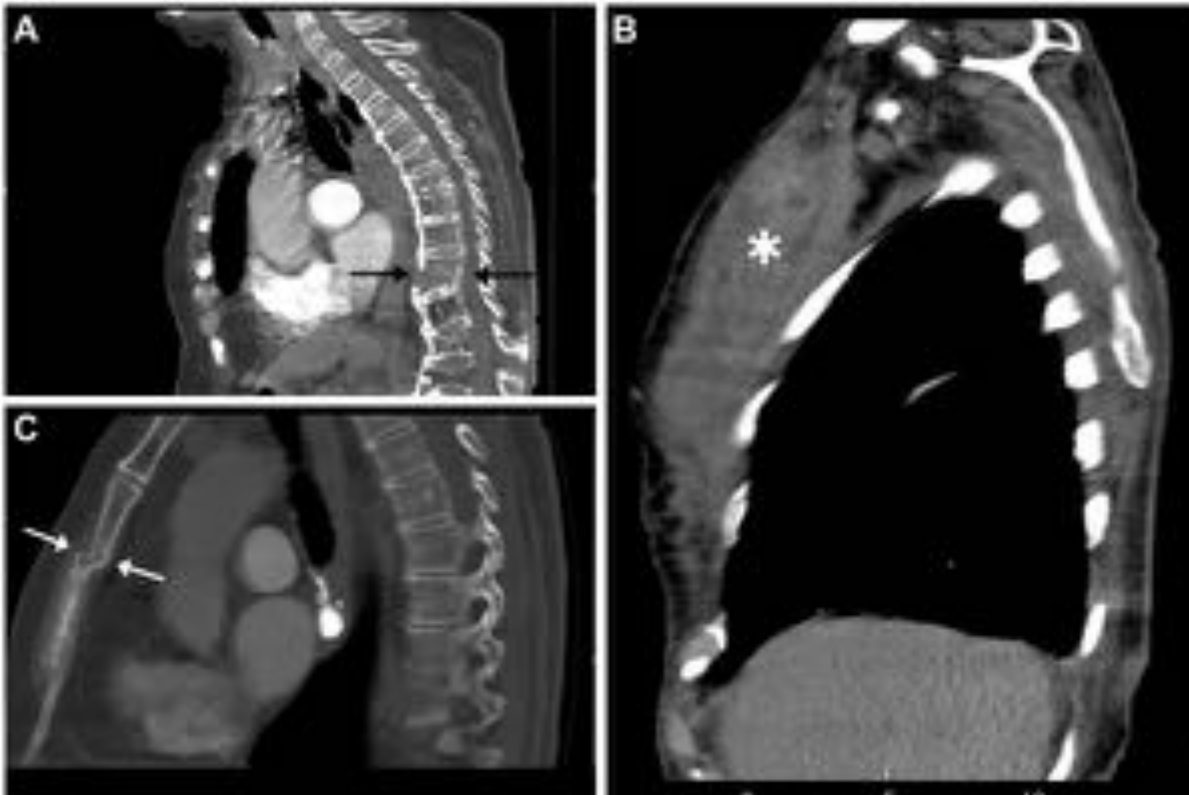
Patología musculoesquelética. Reconstrucciones sagitales de TC de tórax. (A) Fractura aguda /aplastamiento de vértebra torácica (flechas), en paciente con importante osteoporosis. (B) Colección heterogénea, densa, prepectoral derecha, compatible con hematoma en paciente en tratamiento con Sintrom. (C) Fractura patológica de cuerpo de esternón (flechas) en paciente con Ca. mama metastásico.
